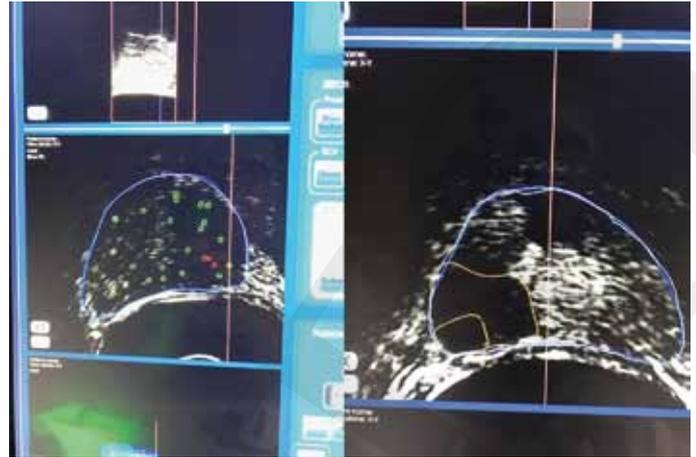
Intraoperative Darstellung der Ablationsplanung mit Tumorbefallenem Biopsiezylinder (links) und Ablationskontrolle mittels Sonographie-Kontrastmittel. Gelbe Linien zeigen den Tumor mit Sicherheitsabstand (rechts). EDAP Focal One HIFU.
